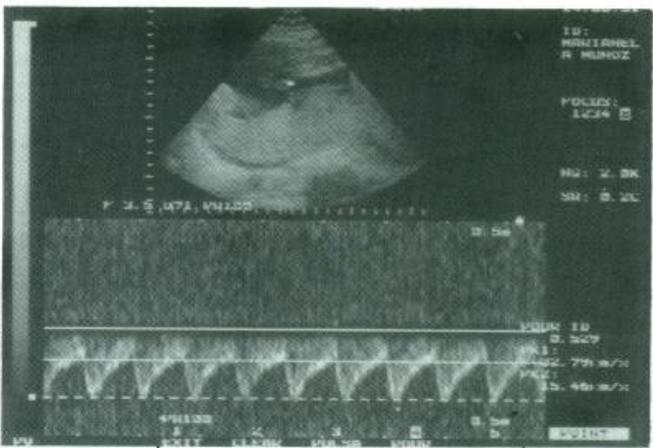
Doppler normal en arteria umbilical (cordón) sístole/diástole = 2,12. Baja resistencia.
